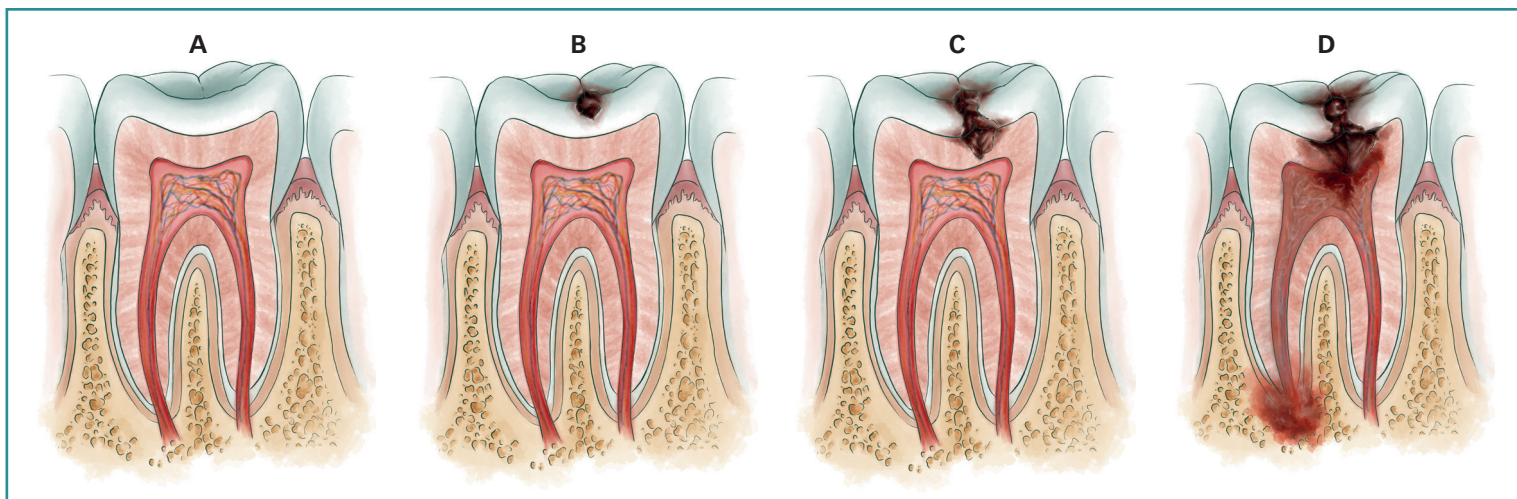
Progreso de una caries (A) hasta enfermedad periapical (D).
